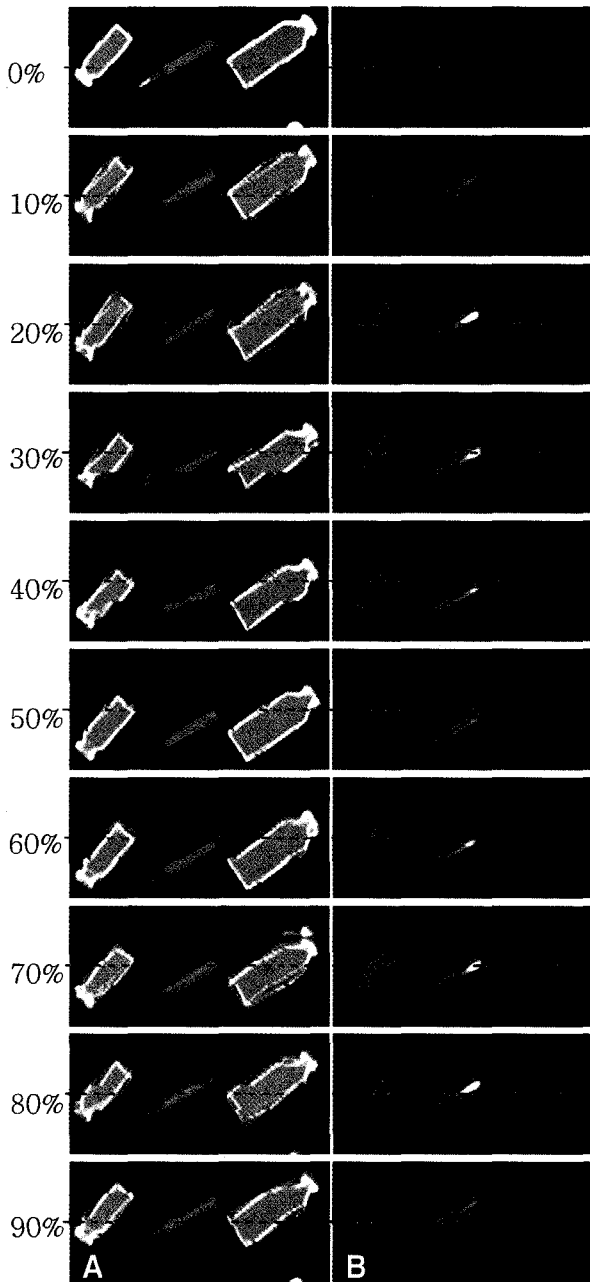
Respiratory-gated, coronal-reformatted CT(A) and PET(B) images of three samples with periodic motion of 6 seconds and amplitude of 2.6 cm along the table z-direction. The periodic percentage phases of each image from top to bottom are shown at the left side and the horizontal dotted line inside each image represents the same axial slice position.
